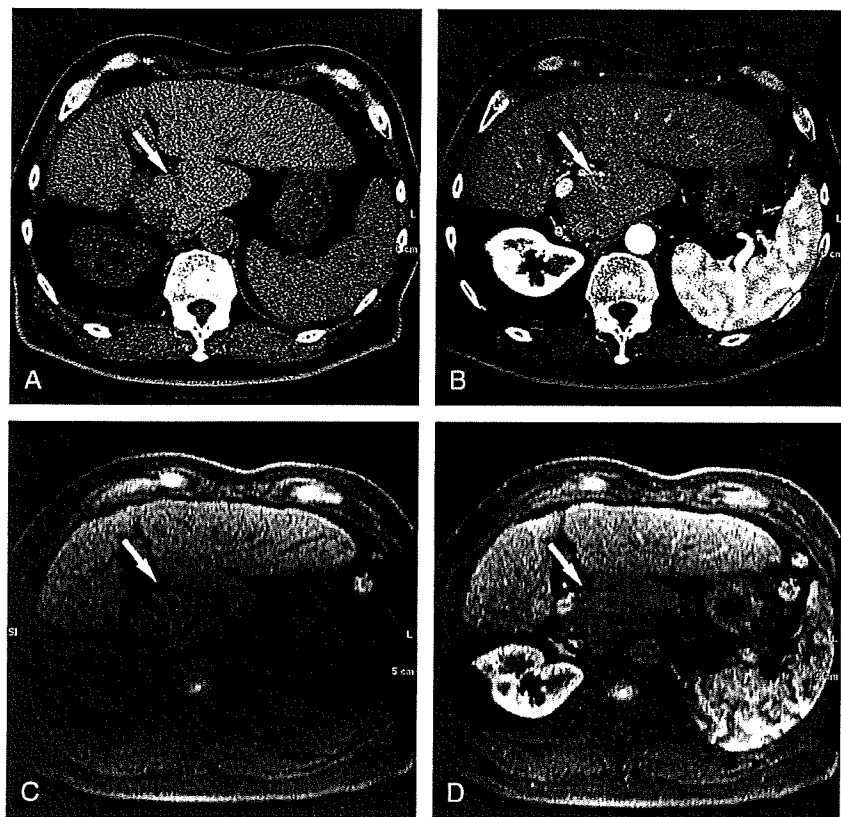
Computed tomographic and MR images of a 59-year-old man with HCC in segment 1 of the liver. No lesion is seen on plain CT (A) or LAP (B), so the lesion was scored 1 on CT. In the precontrast LAVA imaging (C), a hypointense mass can be seen in segment 1 of the liver. In the LAP (D), no lesion is apparent, suggesting that the lesion was enhanced during the LAP more strongly than the surrounding liver parenchyma. This suggests hypervascularity, and the lesion was scored 2.
